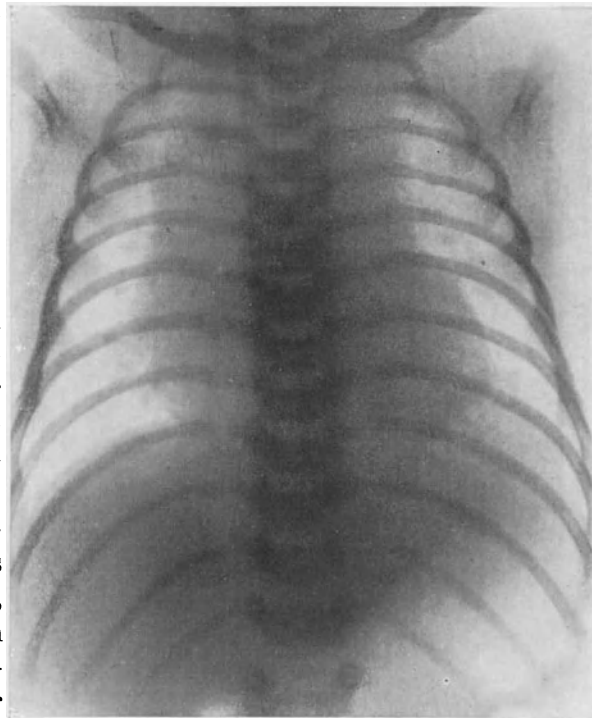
Thymushyperplasie im Röntgenbild.
